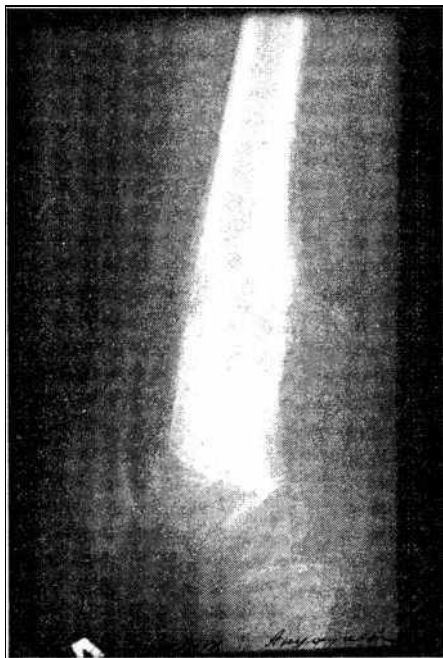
Рентгенограмма бедренной кости 11-летнего ребенка. Остеогенная саркома с типичным игольчатым радиарным рисунком (спикулы) надкостничных опухолевых разрастаний
